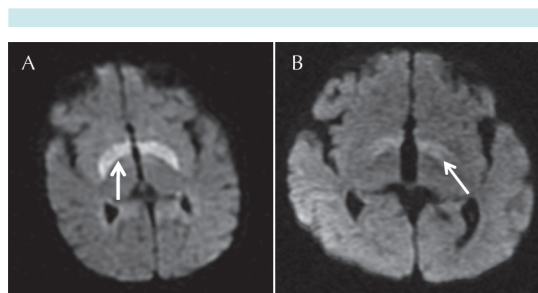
Resonancia magnética cerebral en difusión de pacientes con diagnóstico de fenilcetonuria clásica. A) Niña de 7 meses de edad con afección bilateral de ganglios basales. B) Niño de 1 año de edad con afección de núcleos basales. Las lesiones se señalan con flechas.
